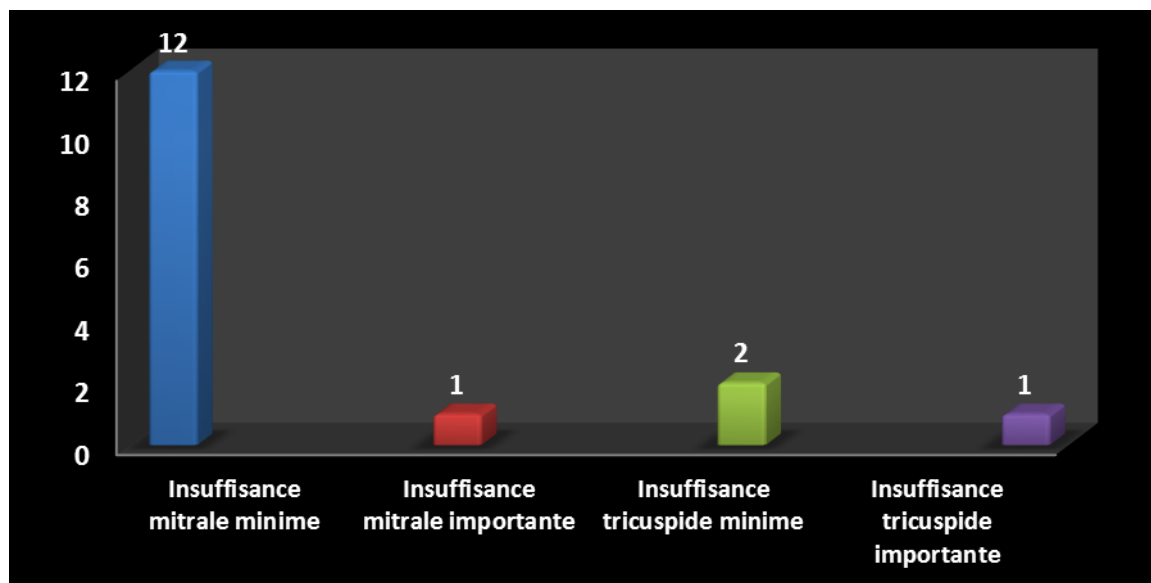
L'atteinte valvulaire à l'échocardiographie.
